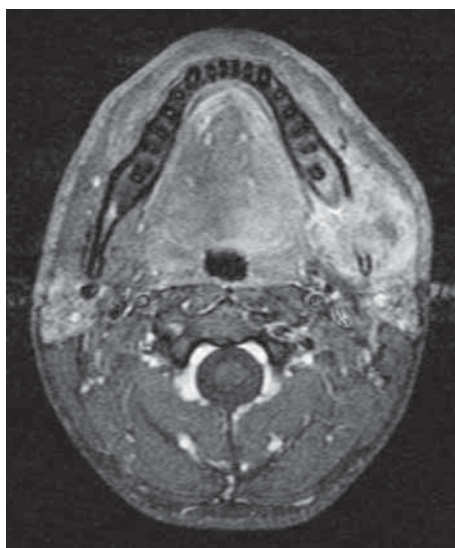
IRM préopératoire: ostéolyse focale dans l'angle gauche de la mandibule avec présence d'une tumeur non ossifiée dont le contraste est nettement augmenté
